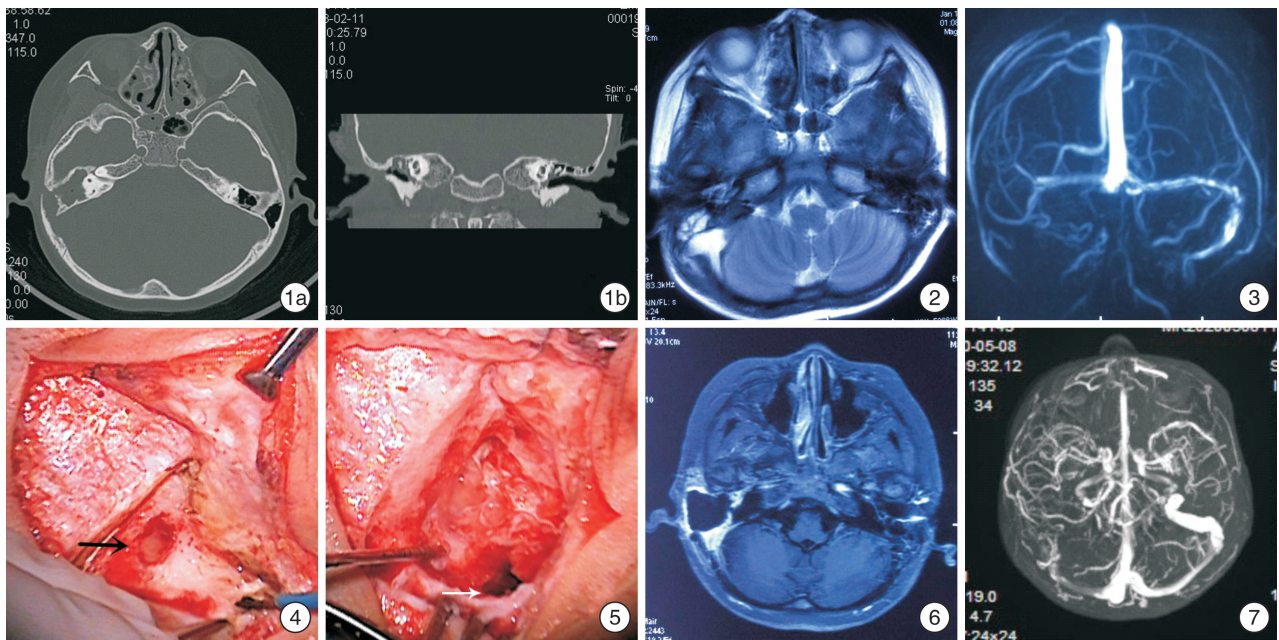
颞骨 CT 右侧乳突骨质破坏,乙状窦前骨质破坏缺损,盾板消失,听小骨骨质破坏吸收 1a:轴位;1b:冠状位;图 2 头颅 MRI T2WI 显示左侧乳突少许高信号,右侧乳突高信号充填,乳突后方低信号骨壁变薄,局部不连续,相邻乙状窦走行区可见片状高信号;图 3 MRV 检查 右侧横窦较细,显影较淡,右侧乙状窦未见显影;图 4 术中所见 右侧乳突表面骨皮质有一瘘口,有脓液溢出;图 5 乙状窦前壁骨壁破坏缺损 1.0 cm×1.5 cm 大小,乙状窦血栓形成;图 6 术后复查头颅 MRI 右侧乳突根治术后改变,术腔周围不均匀强化,周围皮肤增厚水肿;图 7 术后 2 年 4 个月头颅增强 MRV 所示 右侧横窦显影淡,右侧横窦远端-乙状窦未见正常血流信号,周围见多发细小侧支血管影。
